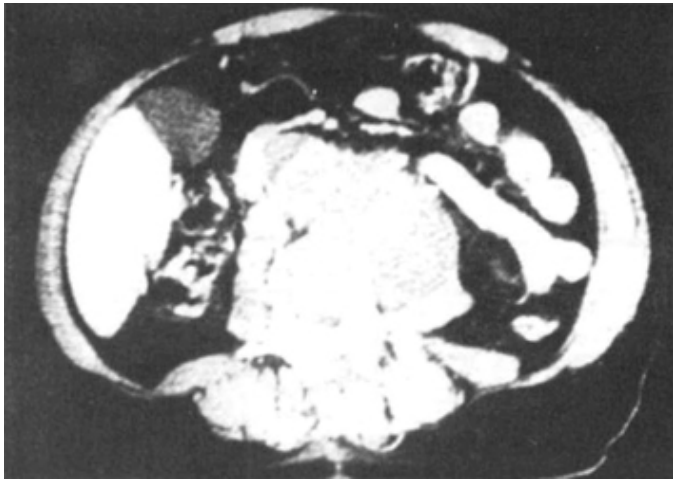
TAC de abdomen: Pseudo-aneurisma trombosado de la aorta abdominal.
